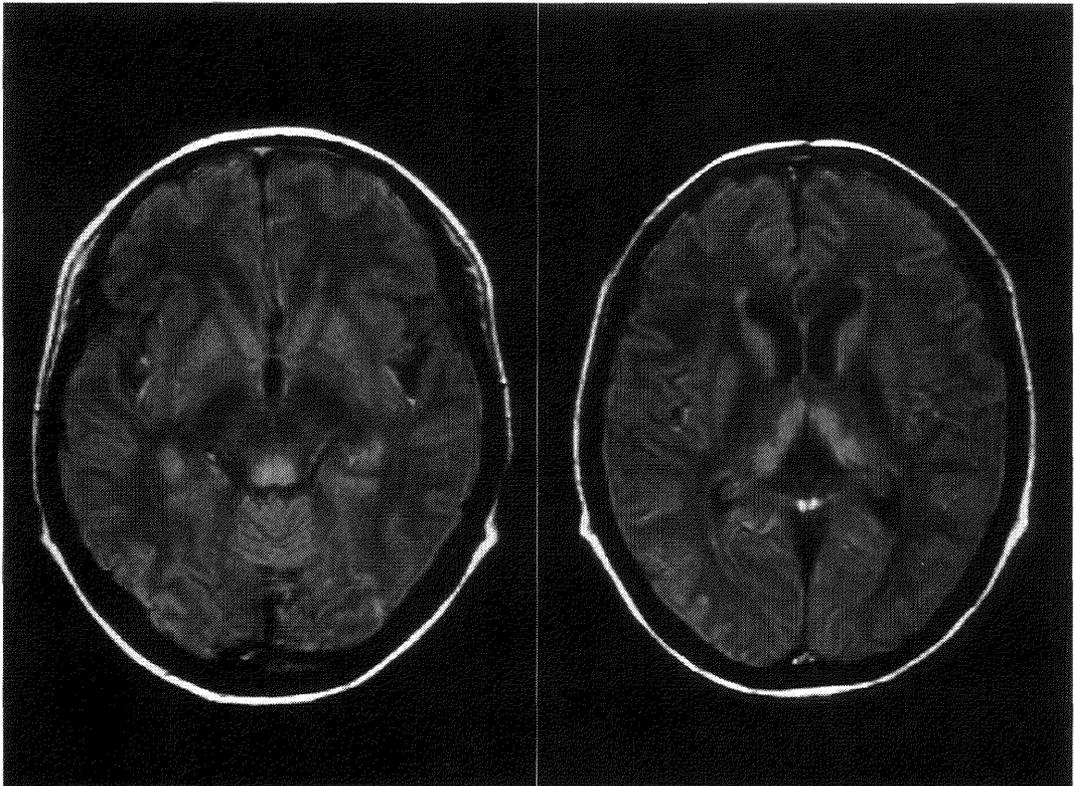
プロトン強調画像による症例2の脳MRI。視床および中脳水道周囲に高信号域が認められた。これらの所見は Wernicke 脳症に特徴的で, 早期診断に役立つ。
